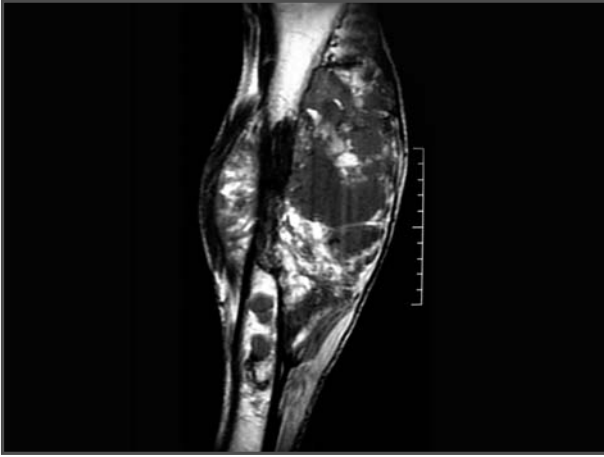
RM: gran masa de 20 × 12 cm de diámetro que infiltra la musculatura, así como las diáfisis de la tibia y el peroné, con rotura de la cortical de la tibia y fractura patológica del peroné, con infiltración de la médula ósea de ambos.
